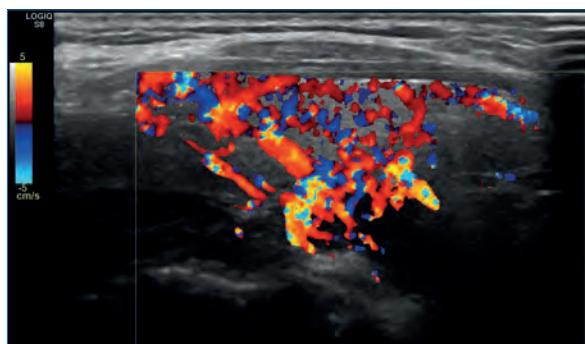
Ecografía cervical.
